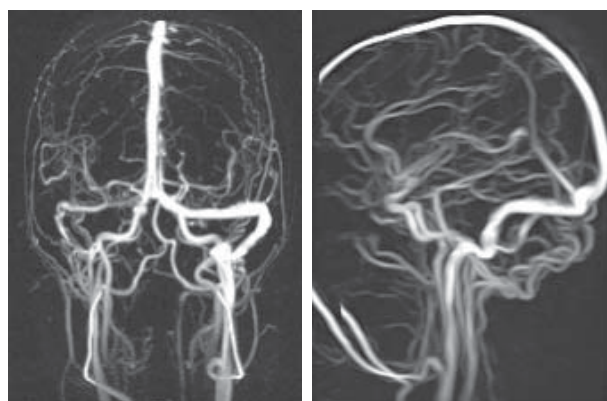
Angio-RM realizada um mês após o diagnóstico de trombose venosa cerebral, verificando-se repermeabilização dos seios durais
